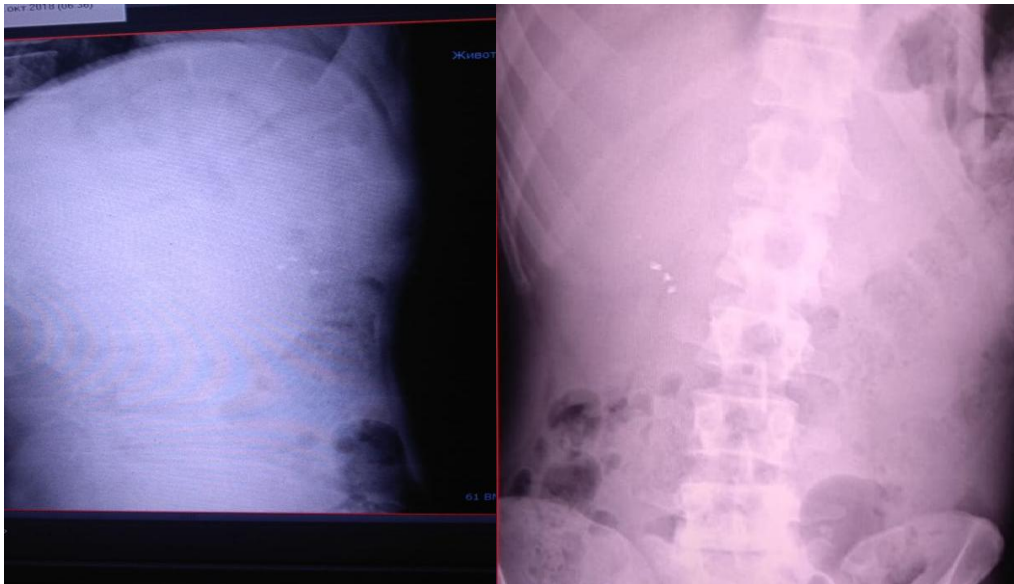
Поранений О. 1984 р.н., рентгенографія ОЧП, бокова та пряма проекція.
